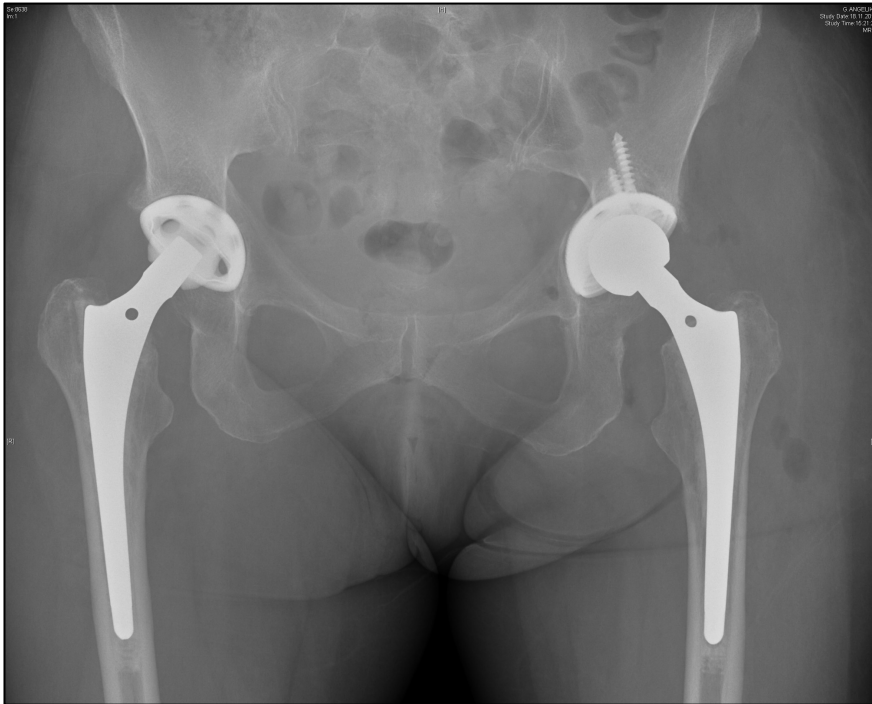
Postoperatives Röntgenbild eines Patienten nach isoliertem linksseitigem Inlaywechsel mit Typ II Osteolysen. Es erfolgte die Verwendung zweier Spongiosaschrauben sowie das Auffüllen der Osteolysen mit Knochenzement.
